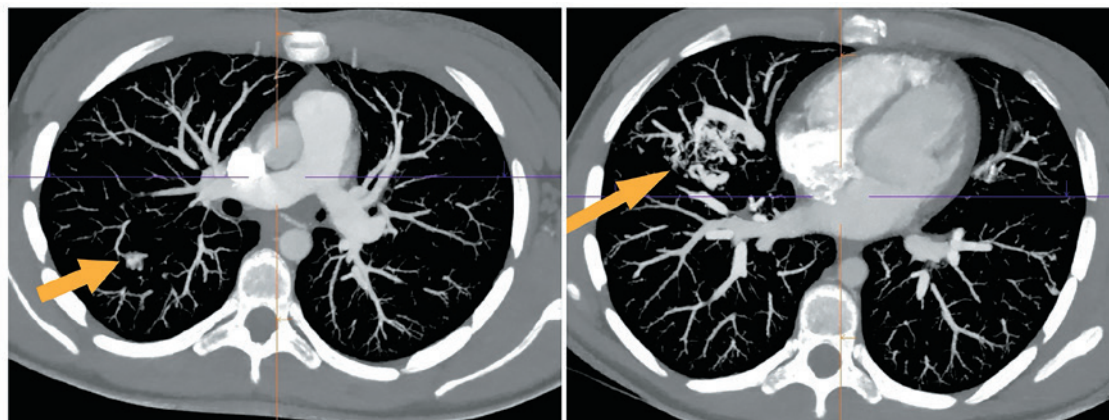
МСКТ-ангиография сердца, сосудистые мальформации легких указаны стрелками
